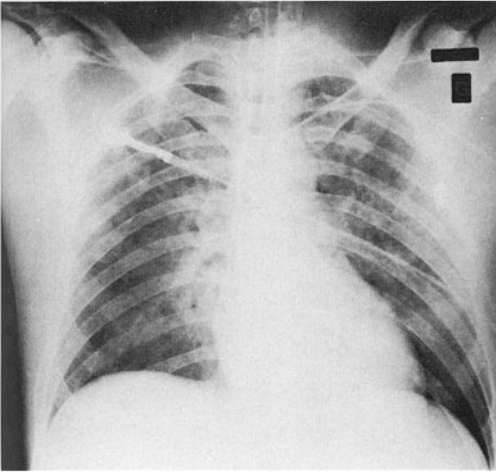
Radiographie du thorax prise 1 h après le début de l'OAP.
